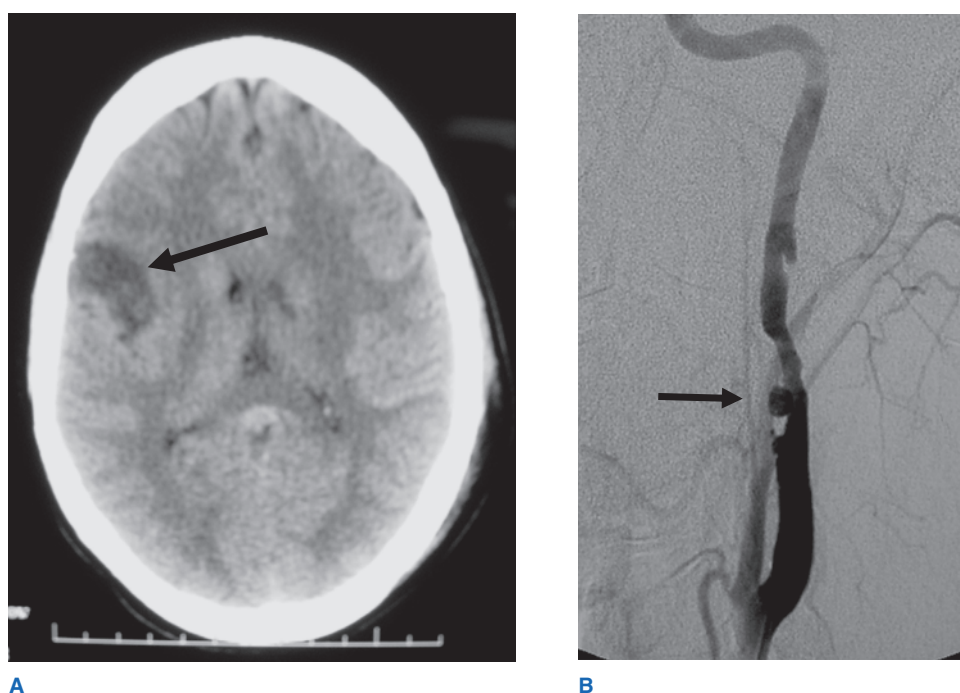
A. Infarto de la arteria cerebral media derecha detectado por tomografía computarizada de cráneo. Dicha imagen es indicación para realizar estudios adicionales con el fin de descartar lesión cerebrovascular extracraneal concurrente. B. Seudoaneurisma de la arteria carótida interna documentada por angiografía.
